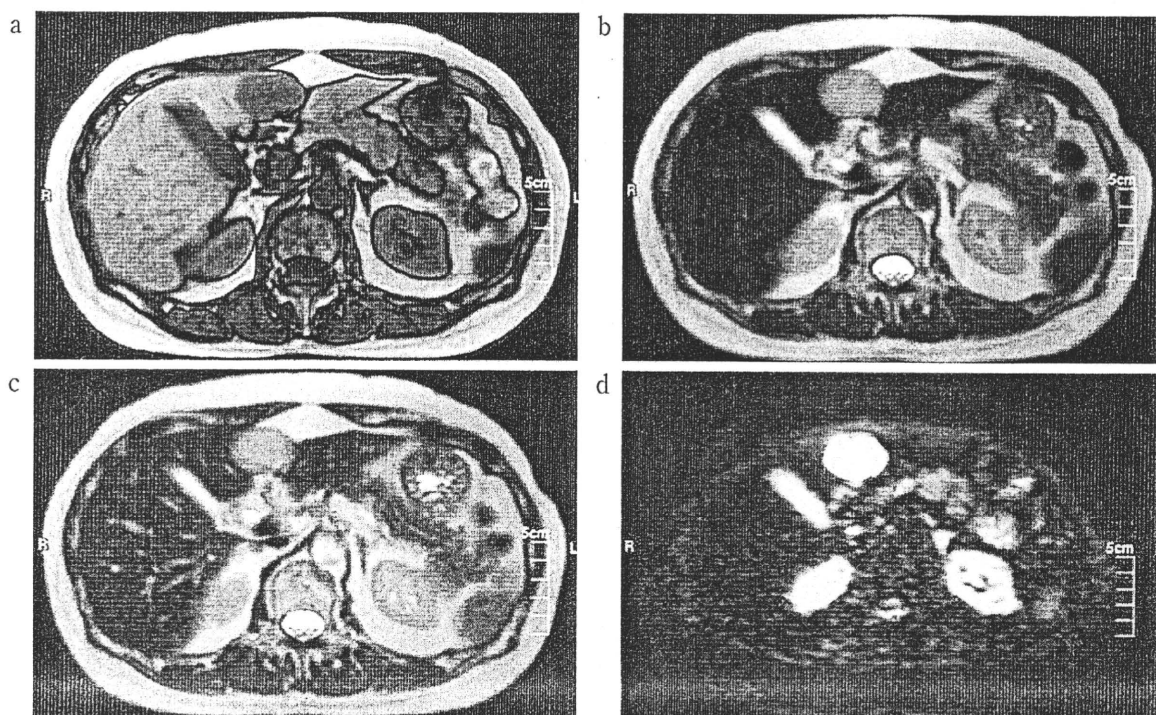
MRI revealed low intensity on T1WI(a), high intensity on T2WI(b), high intensity on diffusion WI(c), and SPIO uptake was negative(d).
